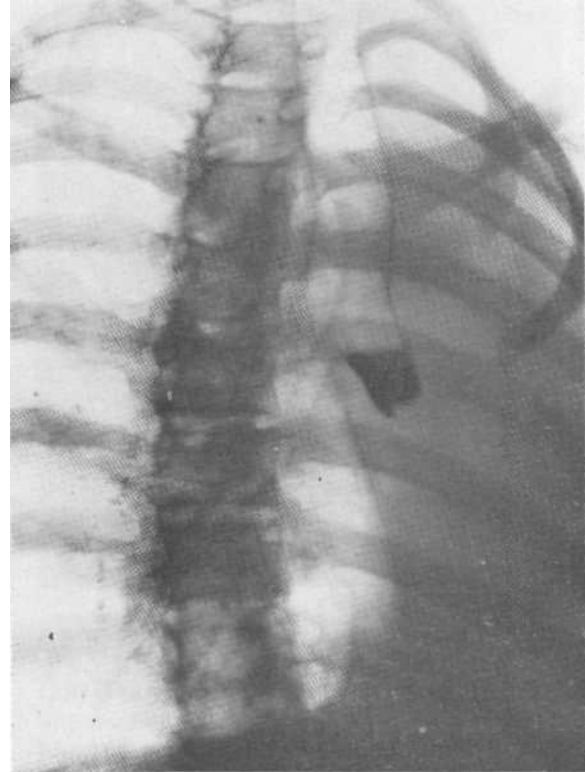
Обзорная рентгенограмма. Аплазия левого легкого, вызвавшая выраженное смещение срединной тени вправо. На бронхограмме видна слепо заканчивающаяся культя левого главного бронха. Левое легочное поле уменьшено в размерах и затемнено.
